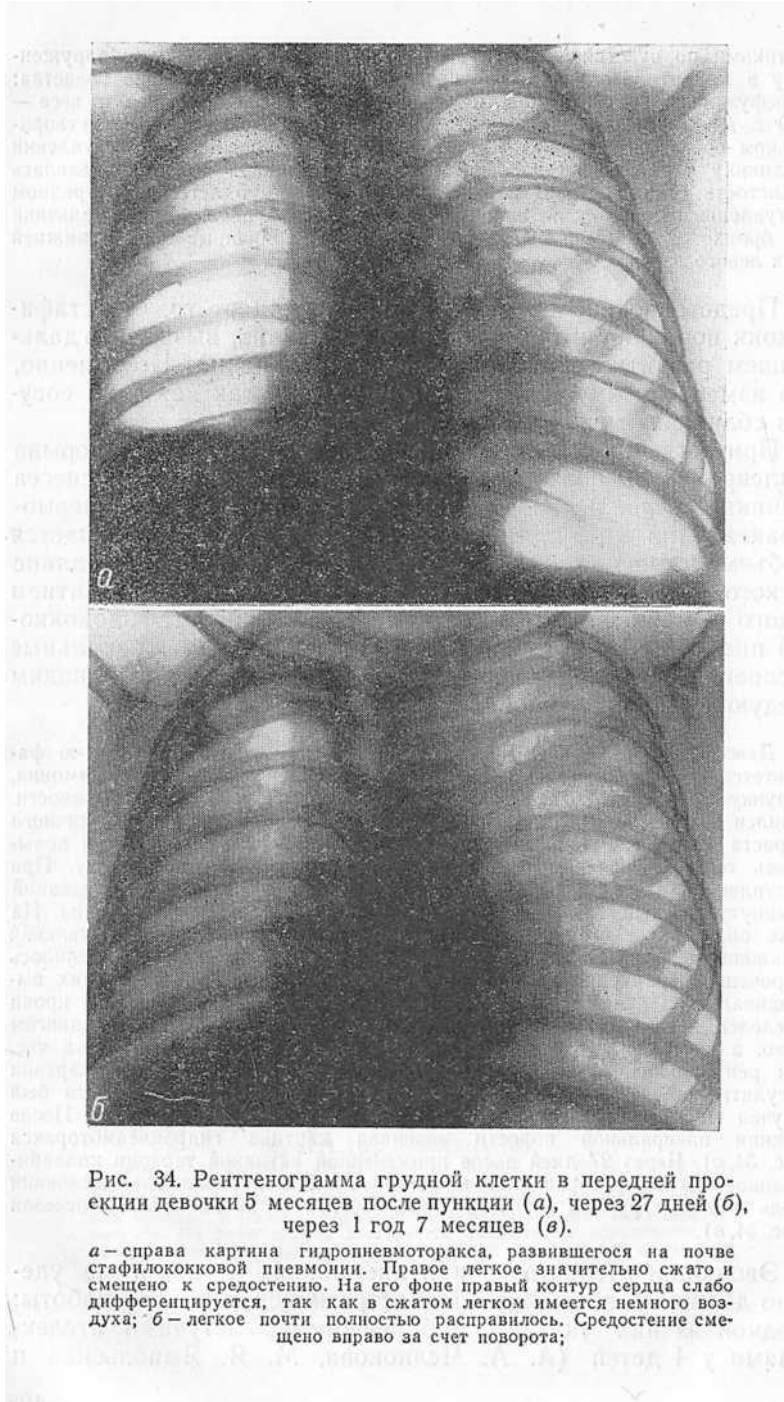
Рентгенограмма грудной клетки в передней проекции девочки 5 месяцев после пункции (а), через 27 дней (б), через 1 год 7 месяцев (в).
